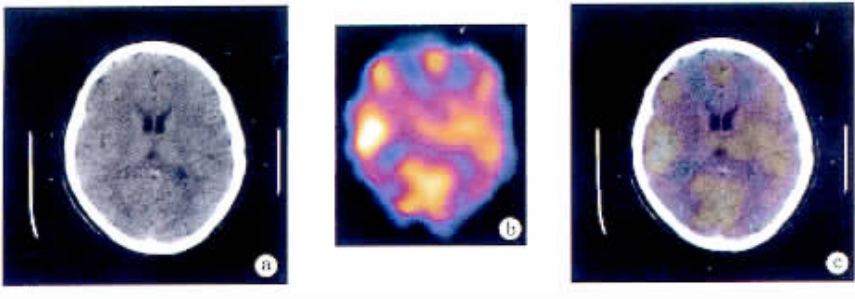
脑 CT 图像与 SPECT 功能图像的重合
